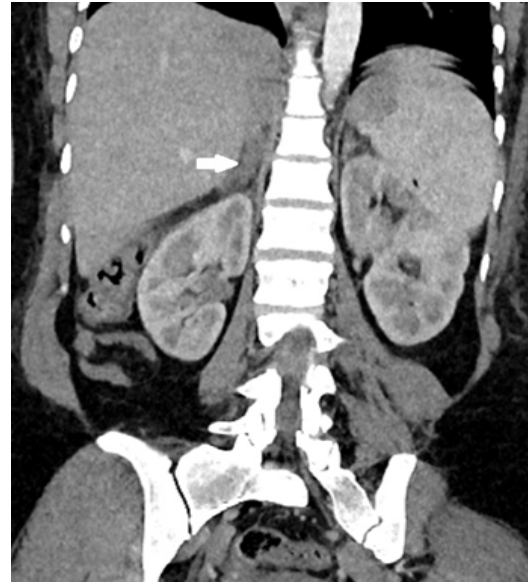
In the coronal section of the abdomen with CT, a lack of perfusion in the adrenal gland is seen with the arrow.
